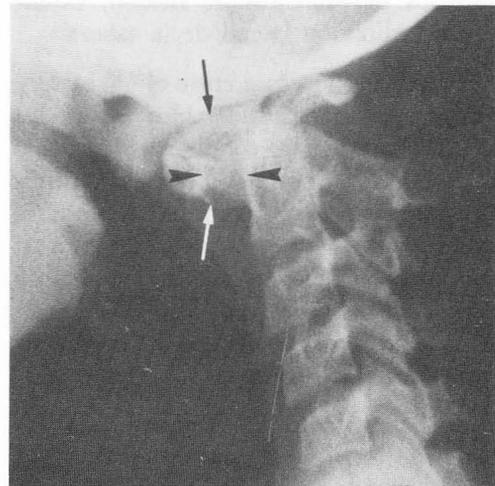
Radiografía lateral de columna cervical, en ligera flexión, que demuestra subluxación a nivel C<sub>1</sub>-C<sub>2</sub> aumento patológico (6 mm) de la separación entre el arco anterior del Atlas y la apófisis Odontoides (flechas cortas). En el resto de radiografías funcionales practicadas se apreció también subluxación Atlanto-Occipital
